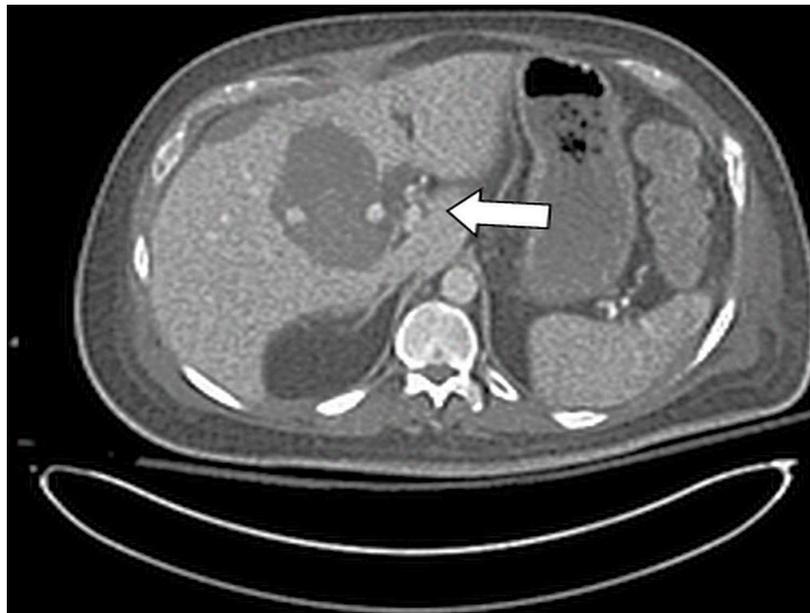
Vista transversal de tomografía computarizada abdominal. La flecha señala el pseudoaneurisma de la arteria cística.
